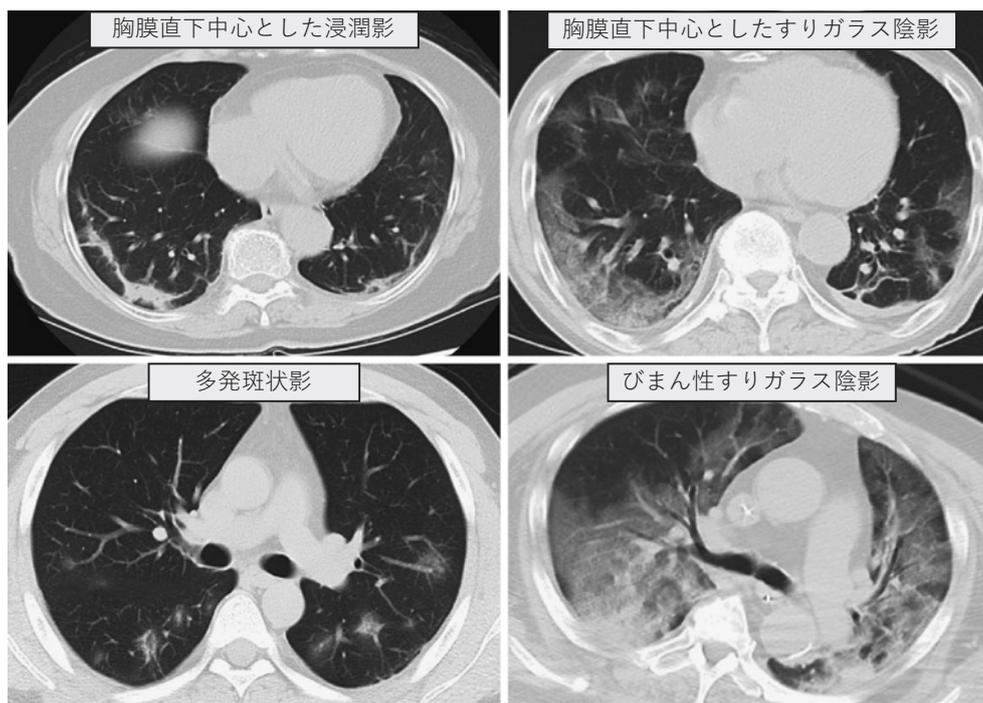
典型的な COVID-19 陽性確定患者の CT 画像所見 (本院症例)
